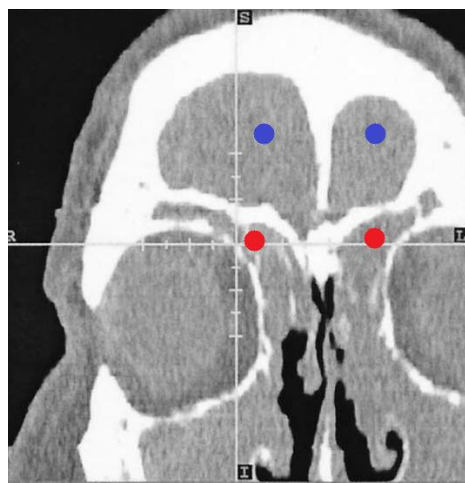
Células supraorbitárias (vermelho) e seios frontais (azul) em corte coronal de TC ⁽³¹⁾
